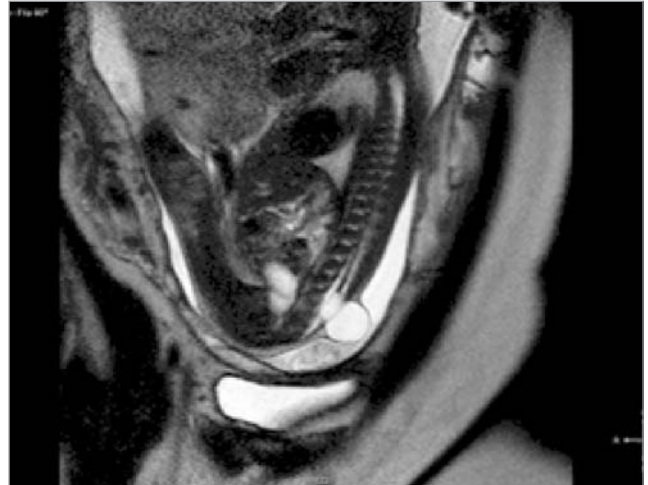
Вагітність 27–28 тижнів. МРТ-ознаки Spina bifida в попереково-крижовому відділі хребта (сагітальна площина)
